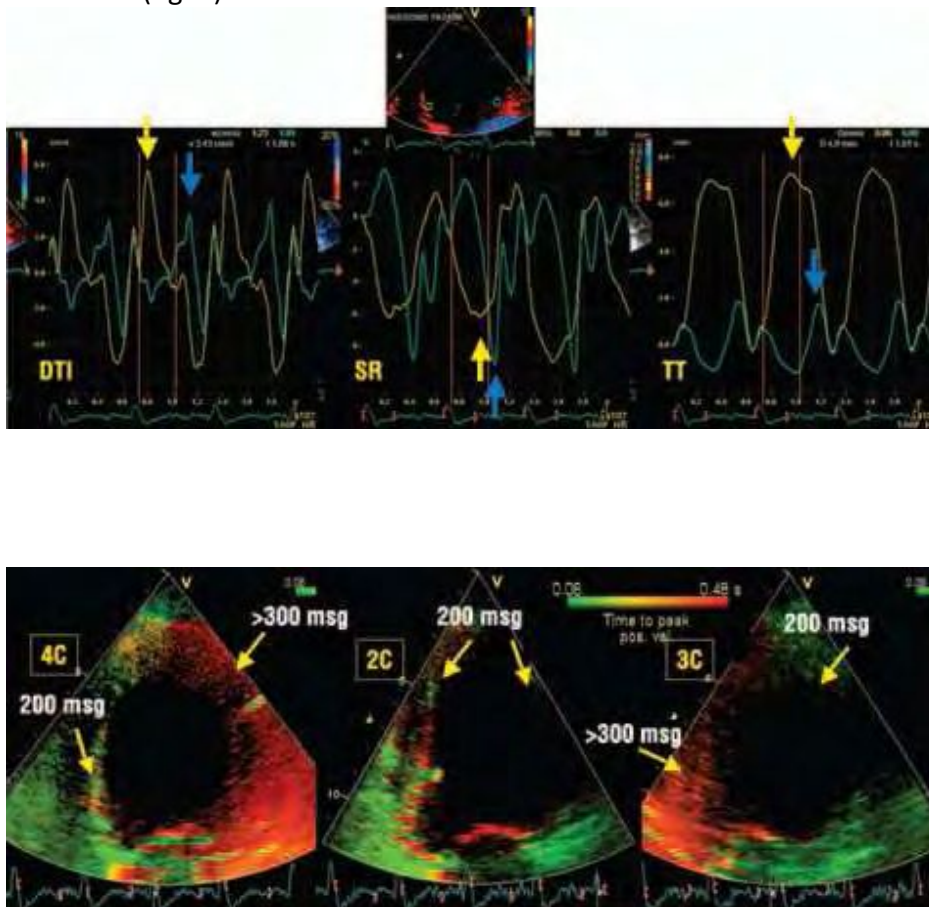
Estudio de asincronía mediante TSI. Este método representa codificado en color, en imagen 2D (bidimensional), el tiempo hasta el pico de velocidad del Doppler tisular. Cuando las contracciones segmentarias se producen a un tiempo normal (más o menos los primeros 200 ms), se codifican en verde. Si el pico de velocidad se produce tardíamente se codifican en rojo. El paciente de la imagen muestra codificados en rojo todos los segmentos laterales y posteriores, en verde los segmentos anteriores y septales, mientras que los inferiores son dudosos. Se puede decir que tiene un tiempo de velocidad pico retrasado en los segmentos posterolaterales.
